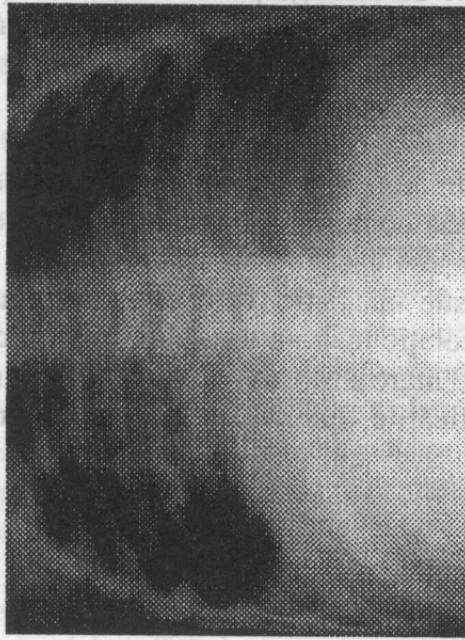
Radiografie. Bolnav în vîrstă de 2 ani. Pneumonie stafilococică. Radiologic s-au constatat: opacitate neomogenă pe toată suprafața hemidiafragmului drept. Pe ariile pulmonare multiple bule de emfizem delimitate de pereți subțiri. Plămâmul drept parțial colabat. Desenul vascular absent de-a lungul plămâului drept. Pneumotorax pe dreapta, ușoară deplasare a cordului și mediastinului spre stânga. Sinusul costodiaphragmatic opac. Pe stânga – hipotransparență datorată creșterii compensatorii de volum.
